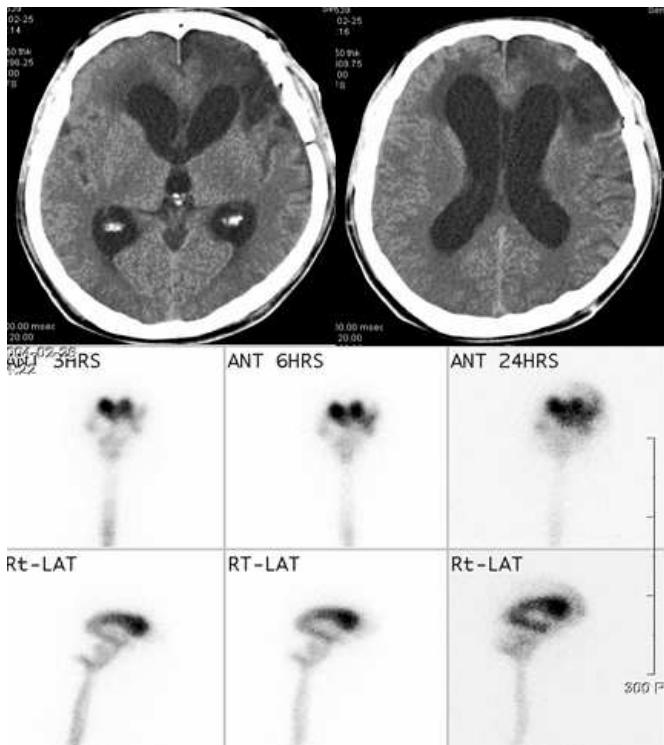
A case with good surgical indicators of Evan's ratio, radioisotope cisternography (RIC) and periventricular low density. A 42 years male patient was suffered from triad symptoms of normal pressure hydrocephalus after aneurysmal clipping. Brain computed tomography showed ventricular enlargement with periventricular low density. Evan's ratio was measured 46% and periventricular low density was reached to frontal lobe (Grade III). RIC showed isotope stasis until 24 hours (Type III).
